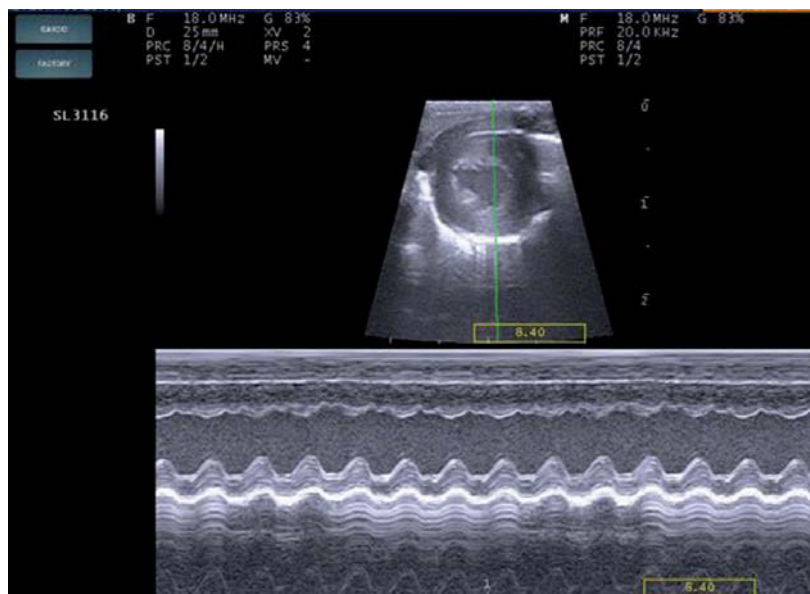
Эхокардиограмма сердца экспериментального животного в В-режиме.
